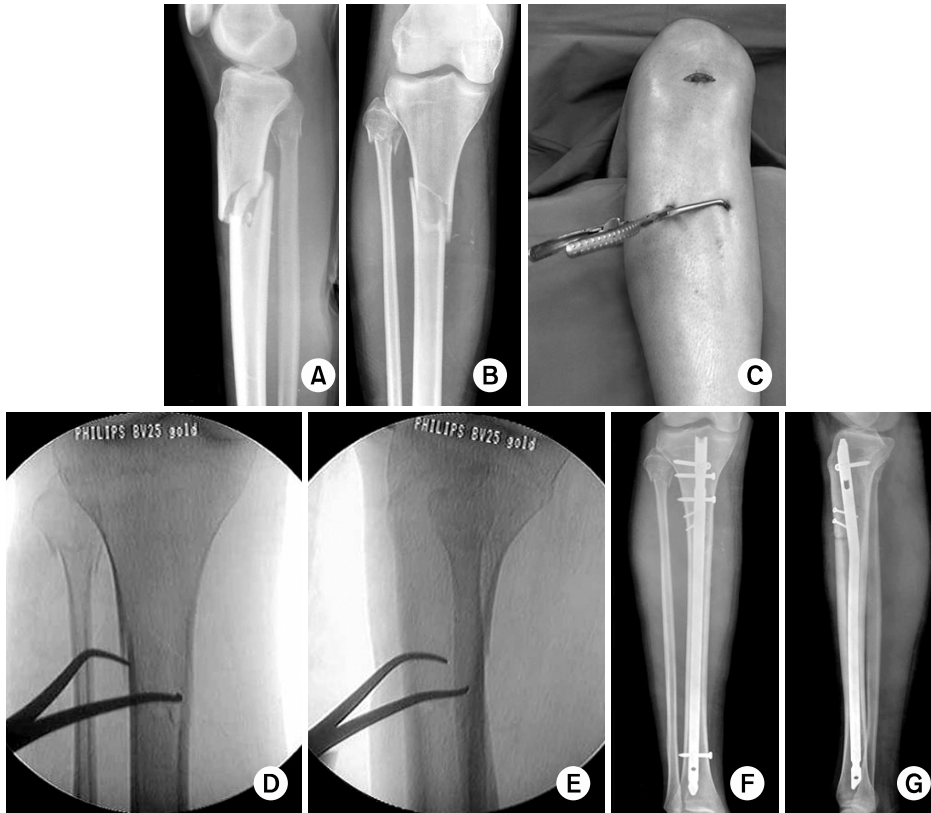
Postoperative radiographs of this proximal tibial shaft fracture show good alignment after locked tibial nailing using the lateral starting point in line with the lateral intercondylar eminence and more proximal and posterior starting point.
